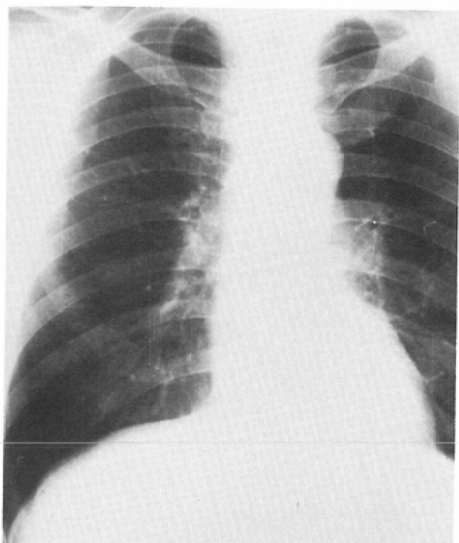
(Oct.15, 1979) Chest roentgenogram shows complete regression of the shadow with combination treatment of radiotherapy and chemotherapy
